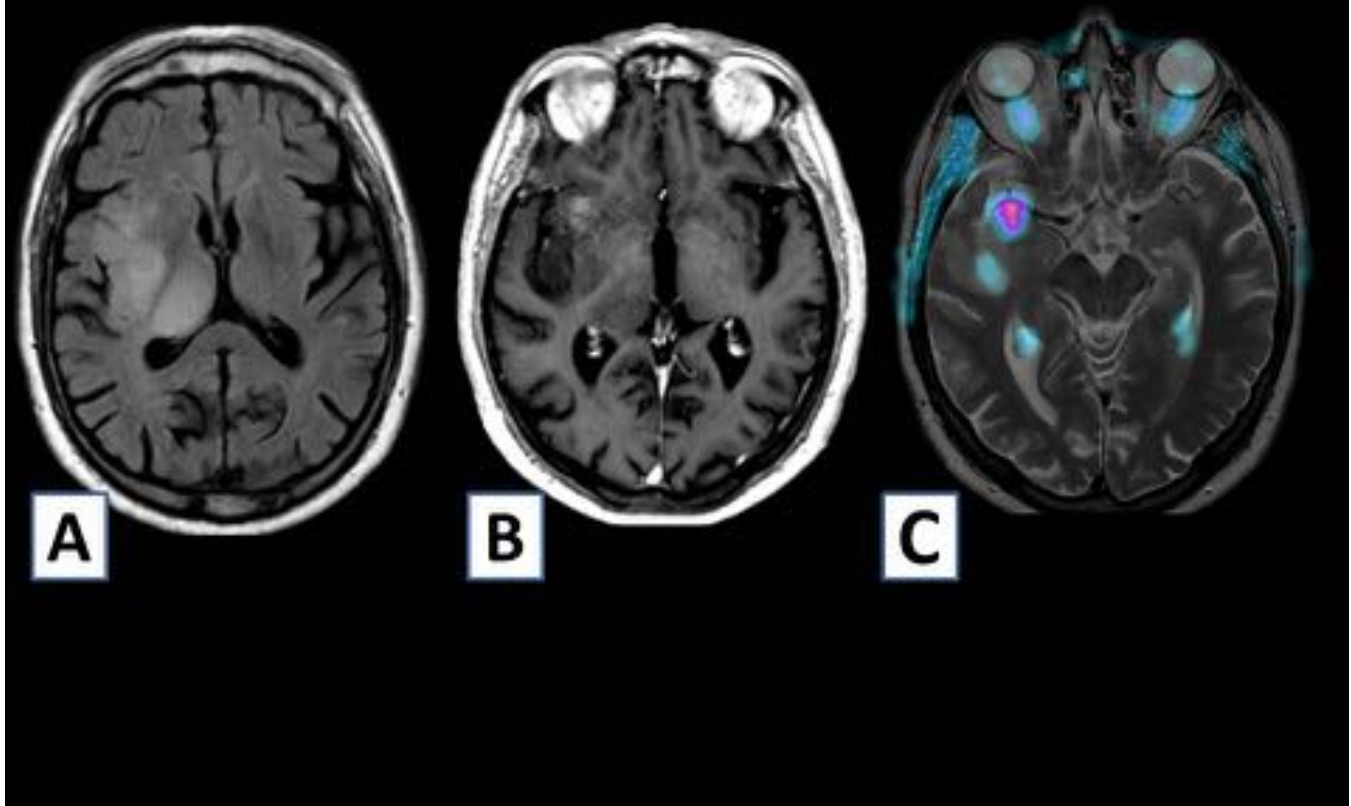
A) RM axial en FLAIR mostrando una lesión hiperintensa que insufla tálamo, lenticular e ínsula derechos. B) RM post-contraste. Se aprecia un pequeño foco nodular de captación cortical insular anterior derecho. C) El PET muestra un foco de captación similar. La anatomía patológica resultante de la biopsia insular, fue de oligoastrocitoma grado II, aunque llamaba la atención un índice de proliferación elevado (Ki-67 del 15%) y planteaba dudas en la intraoperatoria entre grado II y III.
